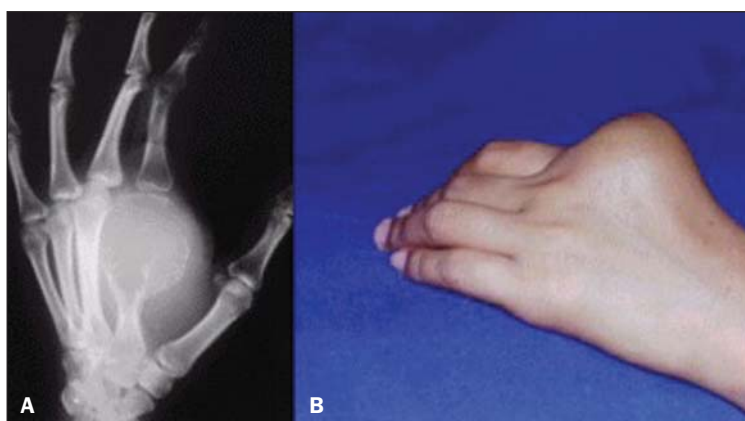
A: Radiografia da mão evidenciando lesão lítica de aspecto insuflativo acometendo a metade distal do segundo metacárpico. B: Fotografia da mão mostra o caráter expansivo da lesão.
